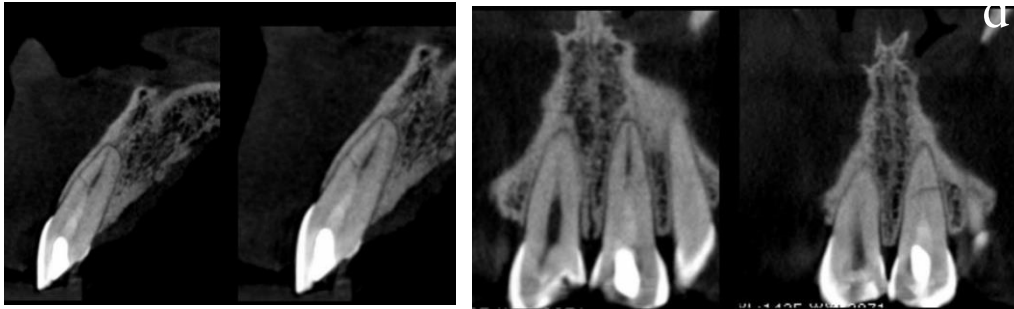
c) y d) Tomografía que muestra la línea de la fractura horizontal/oblicua.
